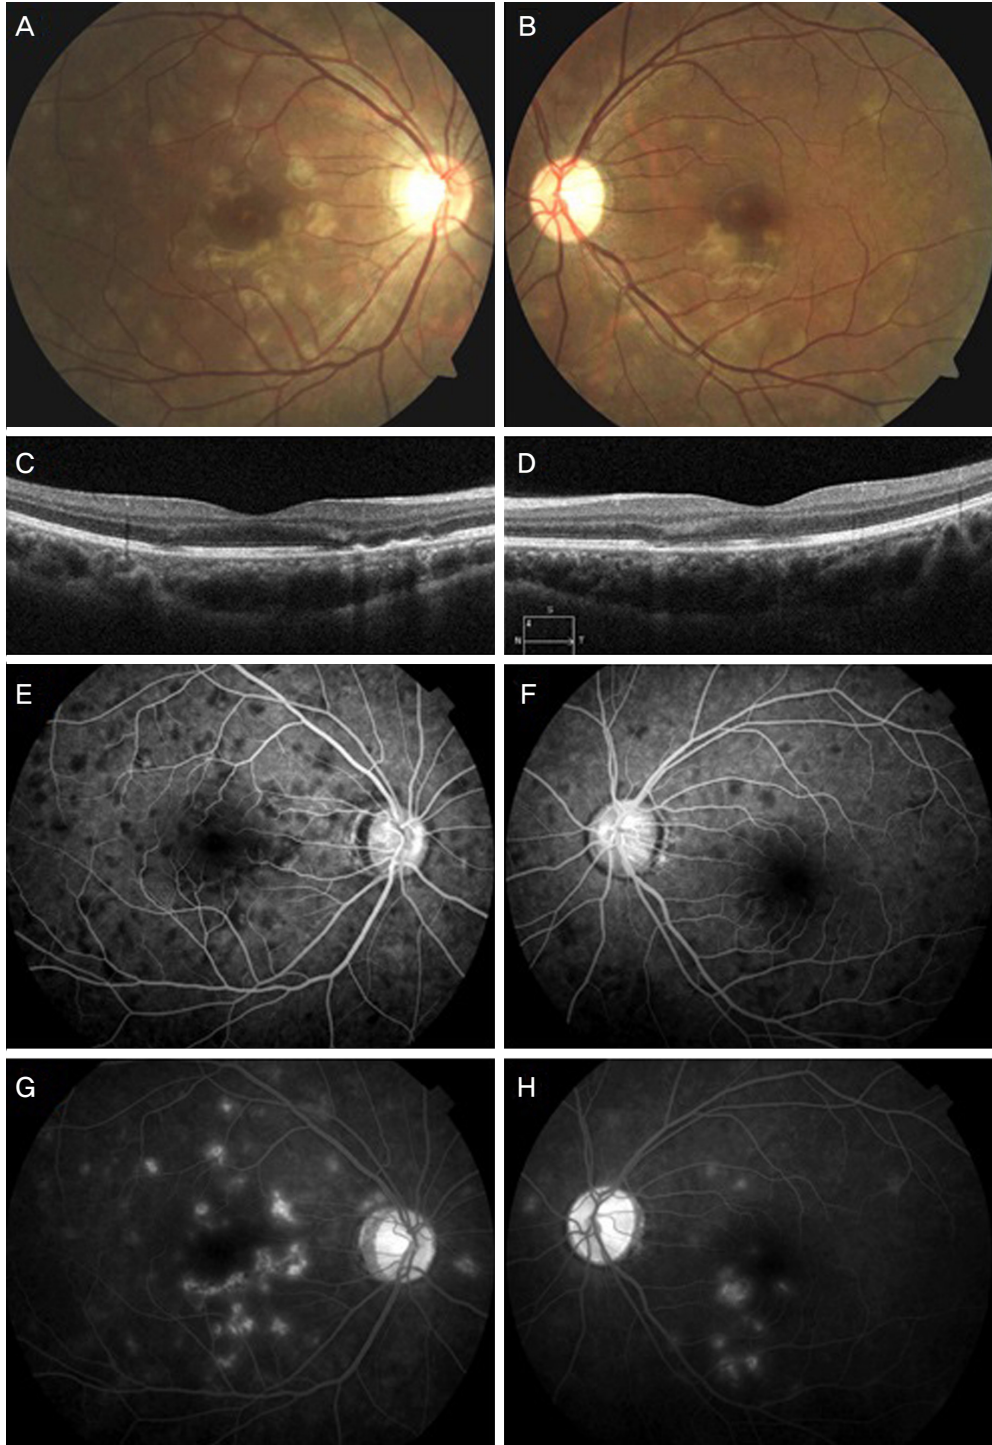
Fundus photographs, optical coherence tomography and fluorescein angiography at the first visit. Multiple yellow-white plaquoid lesions scattered throughout the posterior pole in the right (A) and left (B) eyes are shown. Hyperreflections and disruptions on the retinal pigment epithelium and inner/outer segment junction corresponding to areas of yellow-white lesions in the right (C) and left (D) eyes are revealed. Early hypofluorescence of the lesions in the right (E) and left (F) eyes is noted while late hyperfluorescence with leakage of the lesions is seen in the right (G) and left (H) eyes.
